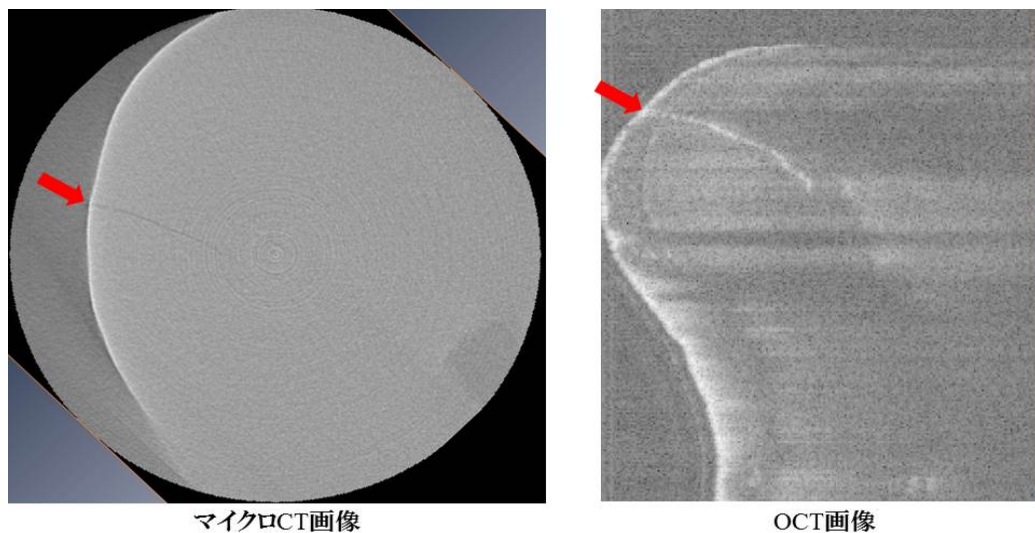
同一部位のマイクロ CT 画像及び OCT 画像
